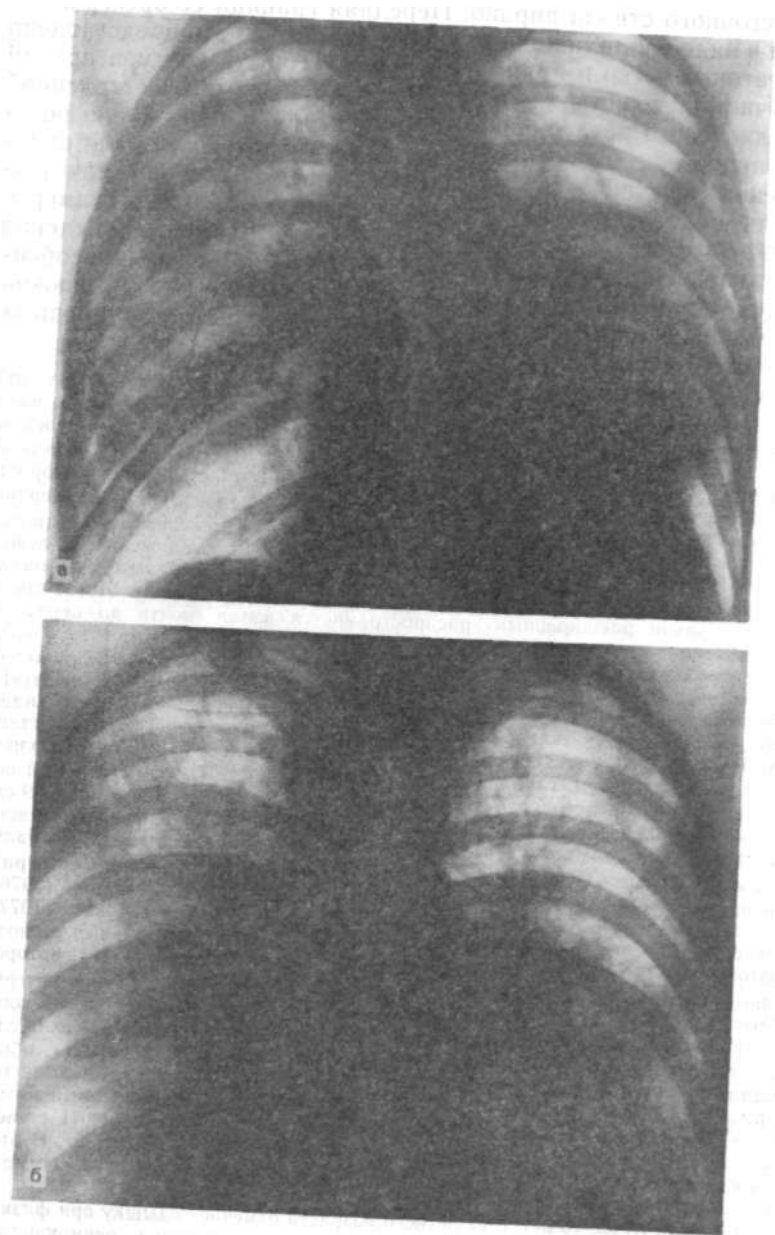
Рентгенограммы больного К. А.
